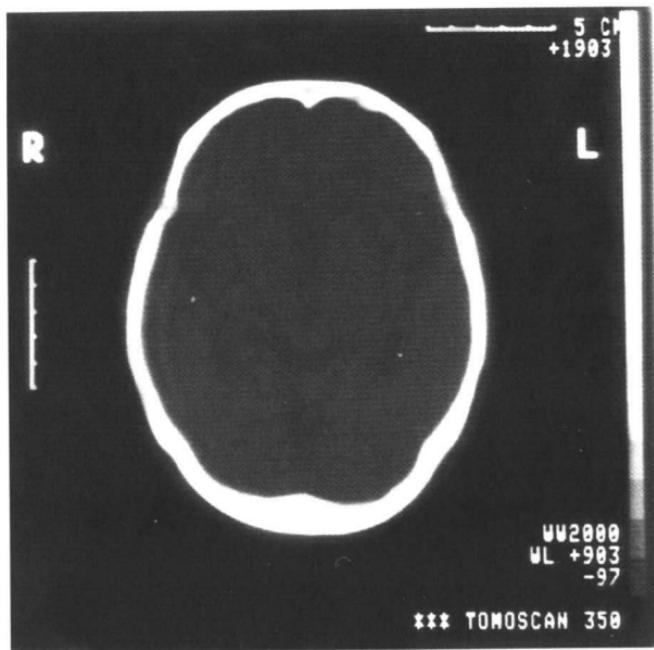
颅脑 CT：设为“骨窗”，不能看到脑组织，能看到冠状缝。
